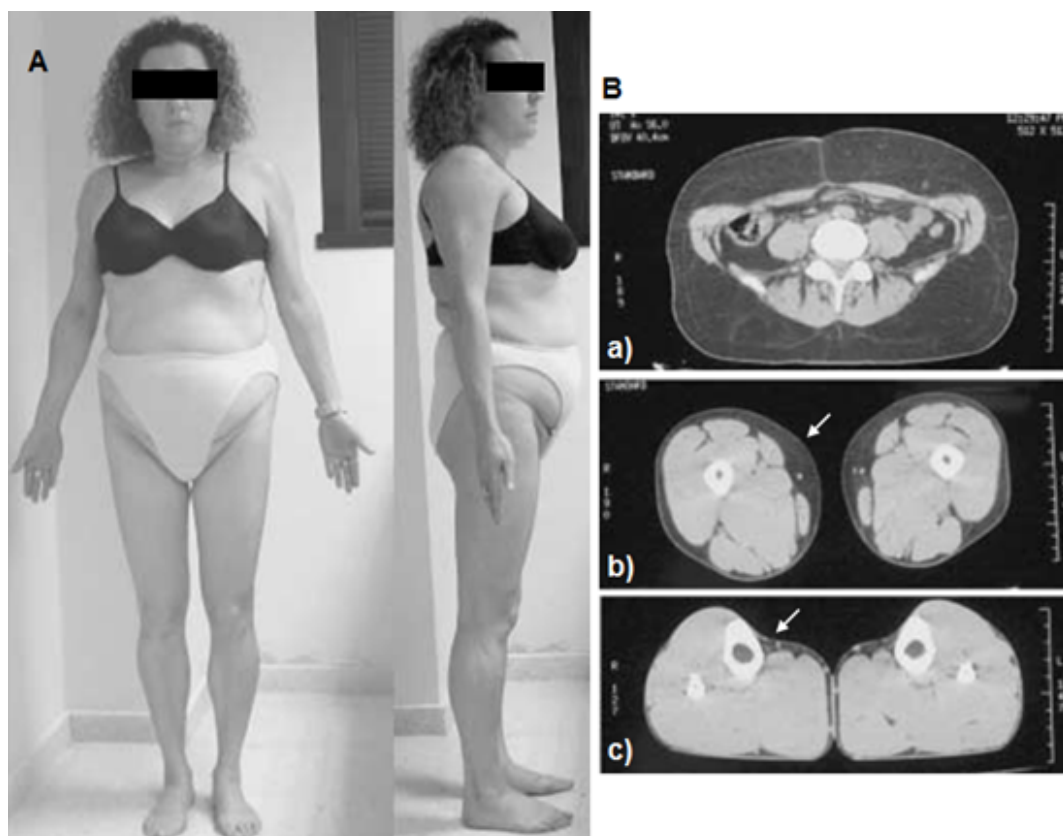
A: Vista anterior y lateral de la paciente con la mutación *LMNA* C591F asociada con FPLD2 atípica. Muestra pérdida de grasa subcutánea en brazos y piernas, sin la presencia de músculos prominentes o flebomegalia. Presenta además exceso de grasa evidente en cara, barbilla y cuello, región supraclavicular, área dorso-cervical, espalda, abdomen y en las partes medias de la zona proximal de los muslos debajo del ligamento inguinal. B: Imágenes de cortes transversales, obtenidas por tomografía axial computarizada, de la paciente a nivel de la vértebra L5 (a), de la mitad del muslo (b) y la pantorrilla (c) que reflejan una mínima grasa subcutánea rodeando los músculos de muslos y pantorrillas (indicado por flechas). A nivel de la vértebra L5, se observa abundante grasa subcutánea respecto a la grasa intra-abdominal visceral.
